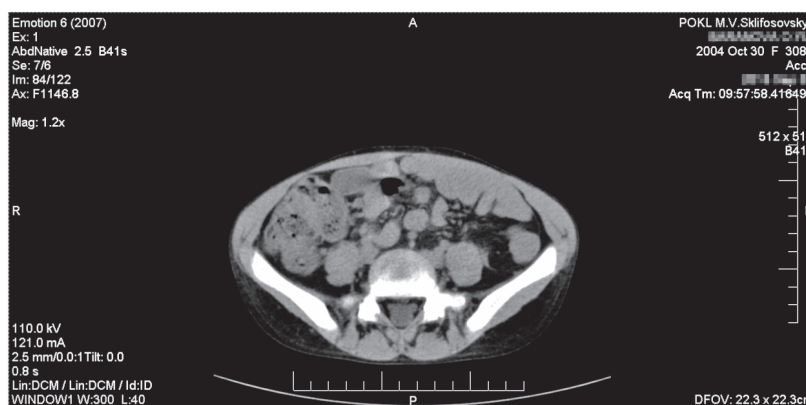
Томографія органів черевної порожнини, Дитина Б., 10 років.
